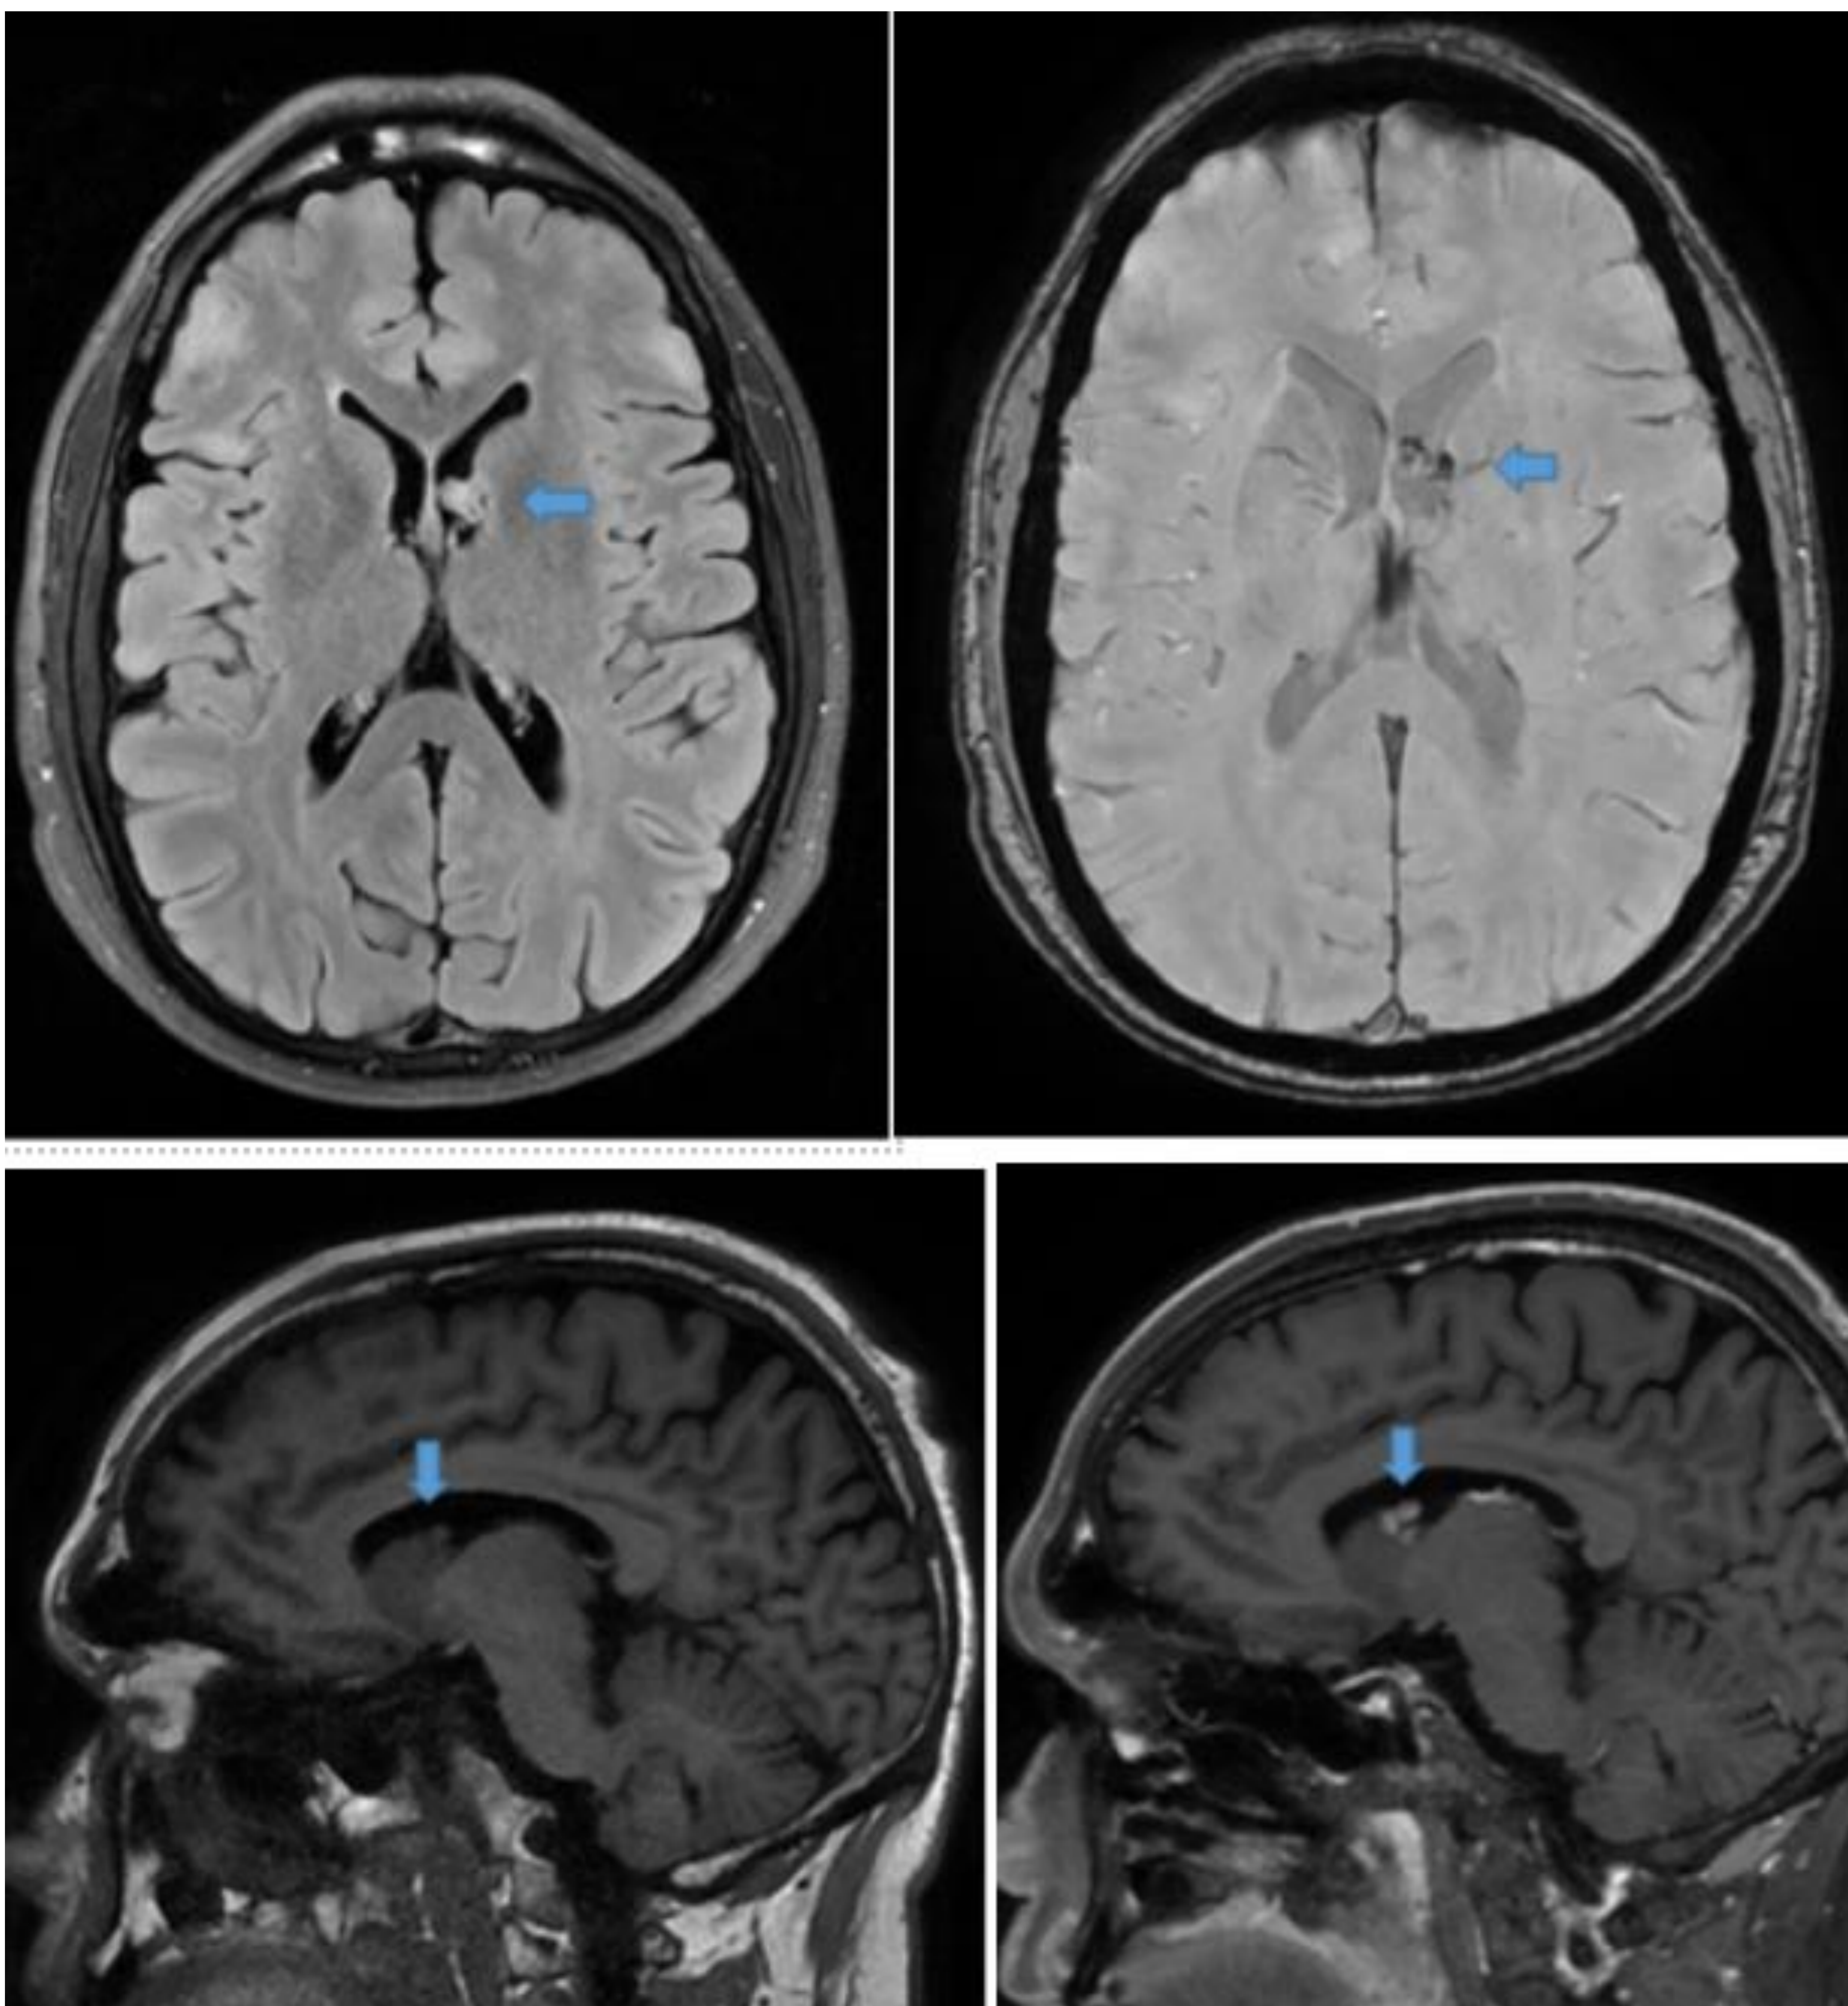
Tumor gigante de células subependimarias. Arriba a la izquierda: FLAIR. Arriba a la derecha: susceptibilidad paramagnética. Abajo a la izquierda: imagen ponderada en T1. Abajo a la derecha: imagen T1 después de la administración de gadolinio. Múltiples nódulos parietales intraventriculares en ambos ventrículos laterales y III ventrículo. Hay una lesión más grande en las proximidades del agujero de Monro izquierdo. Hiperintensa en T2 en comparación con la sustancia gris e isointensa en T1. Realce ávido tras la administración de gadolinio. Hipointensidades milimétricas en susceptibilidad consistentes con calcificaciones.
